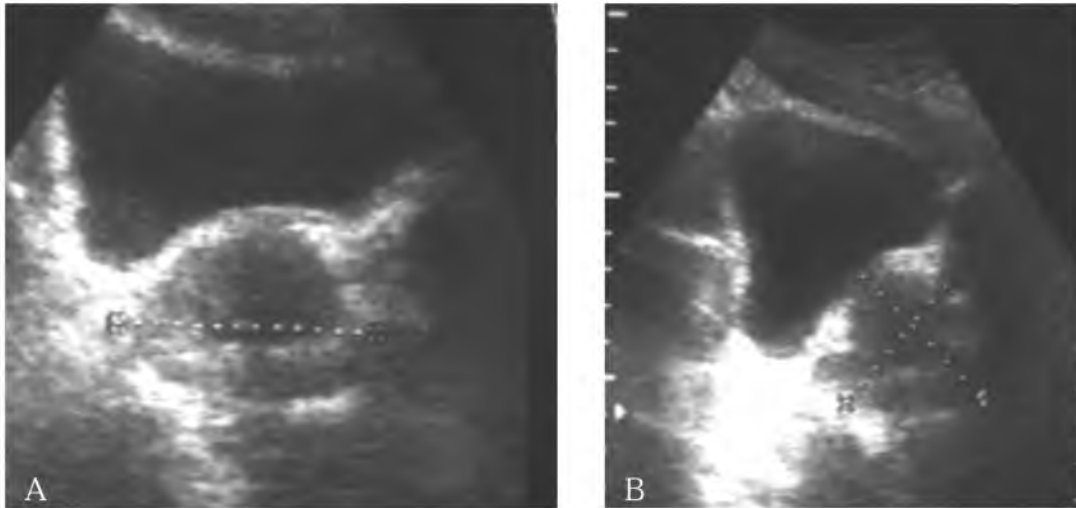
Ecografía prostática normal evaluada por vía suprapúbica. Leve hipoecogenicidad de la zona de transición y mediciones en los diferentes planos, según la descripción del texto. A. Corte axial. B. Corte sagital.
